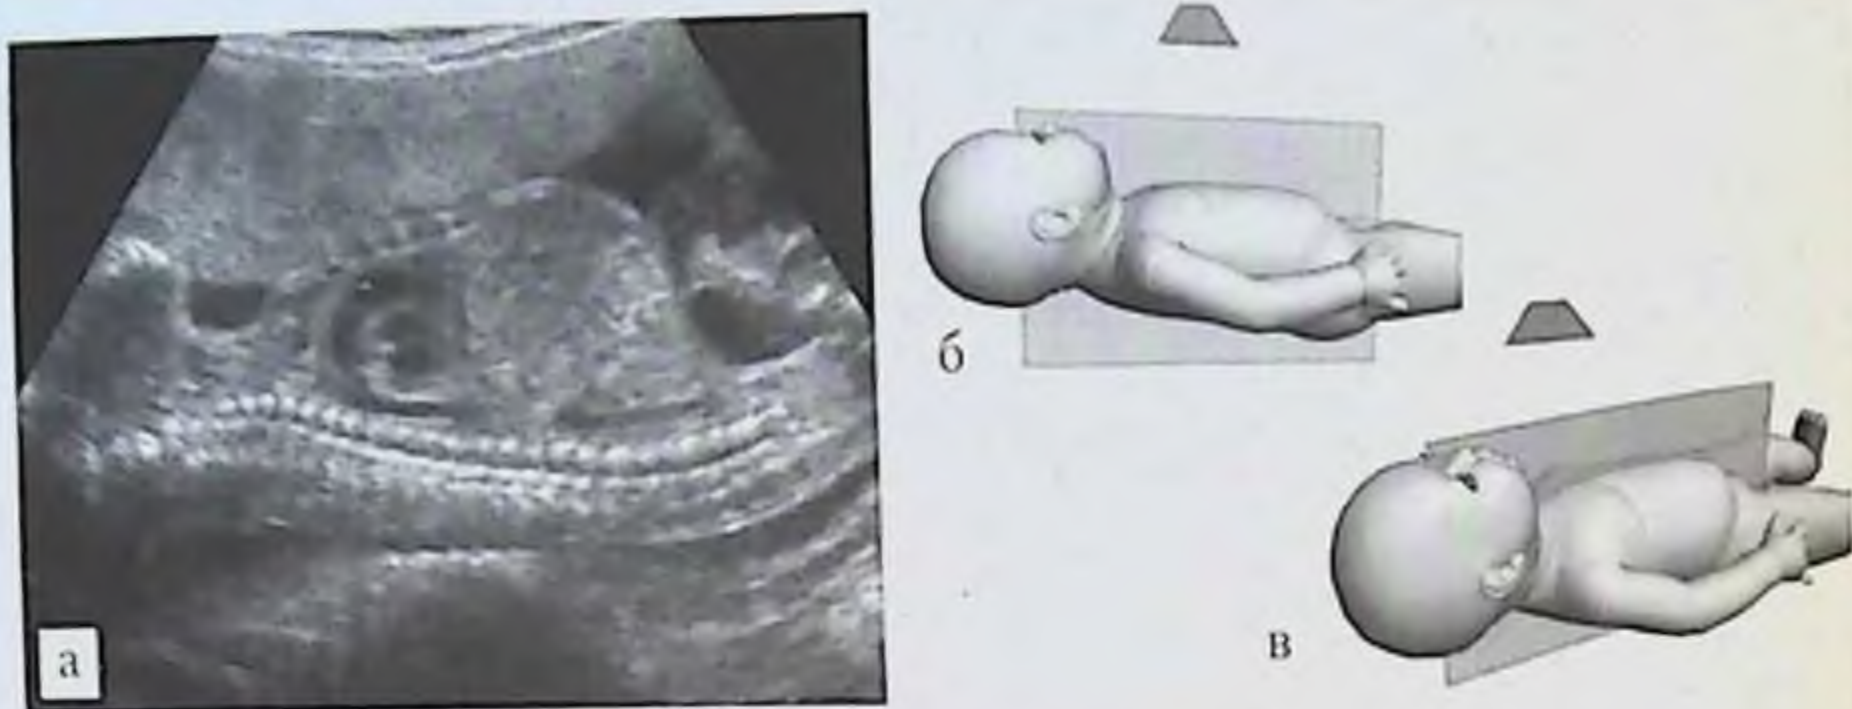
УЗИ позвоночника плода, сагиттальная плоскость: *а* — эхограмма шейного, грудного, поясничного и крестцового отделов позвоночника в 22 нед гестации (трансабдоминальный доступ со стороны грудины и передней поверхности живота плода); *б, в* — схемы расположения датчика и ориентации плоскости сканирования.
